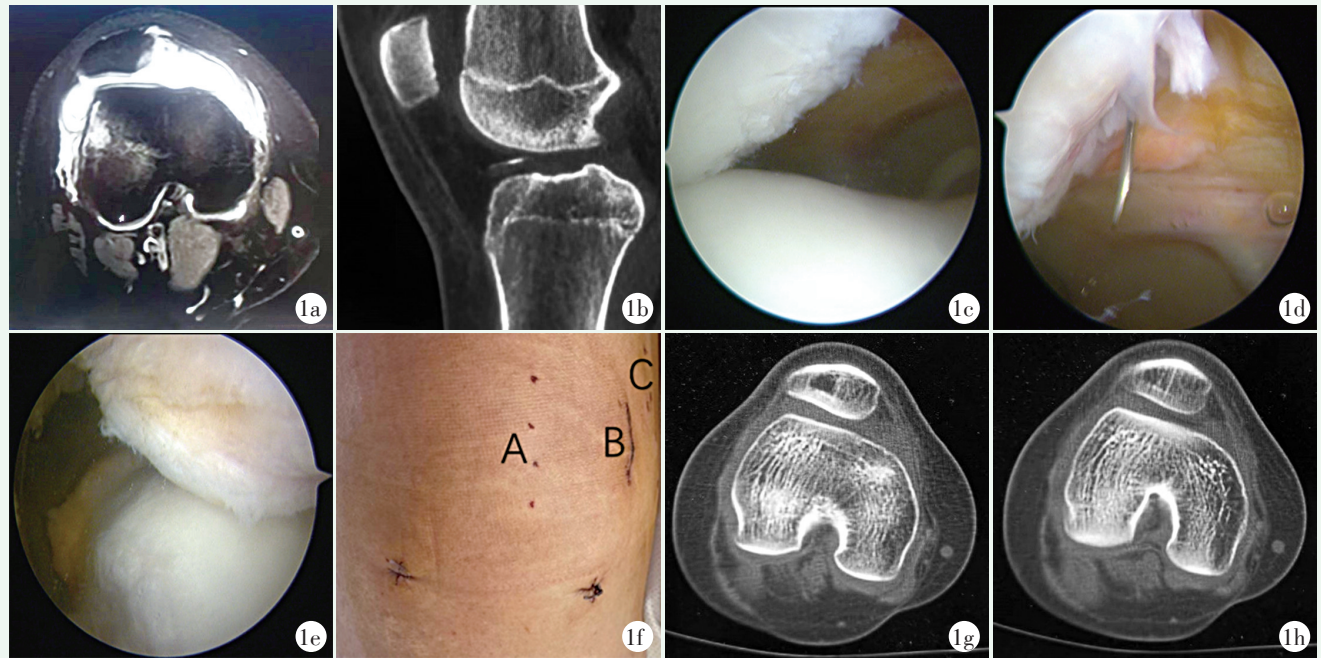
患者, 男, 14 岁 1a: 术前 MRI 横轴位显示 MPFL 断裂, 髌骨外移, 关节内积血, 骨软骨损伤, 股骨外髌挫伤 1b: 术前矢状位 CT 显示骨软骨游离体位于髁间窝 1c: 术中见髌骨外移, 髌骨内缘骨软骨损伤 1d: 术中定位, 穿针过线 1e: 松解外侧支持带缝线打结固定后见髌骨内移进入滑车 1f: 术后手术切口外观, A 为髌骨缘侧缝线穿针点, B 为缝线打结切口, C 为股骨侧穿针点 1g, 1h: 末次随访时 CT 见髌骨轨迹正常
